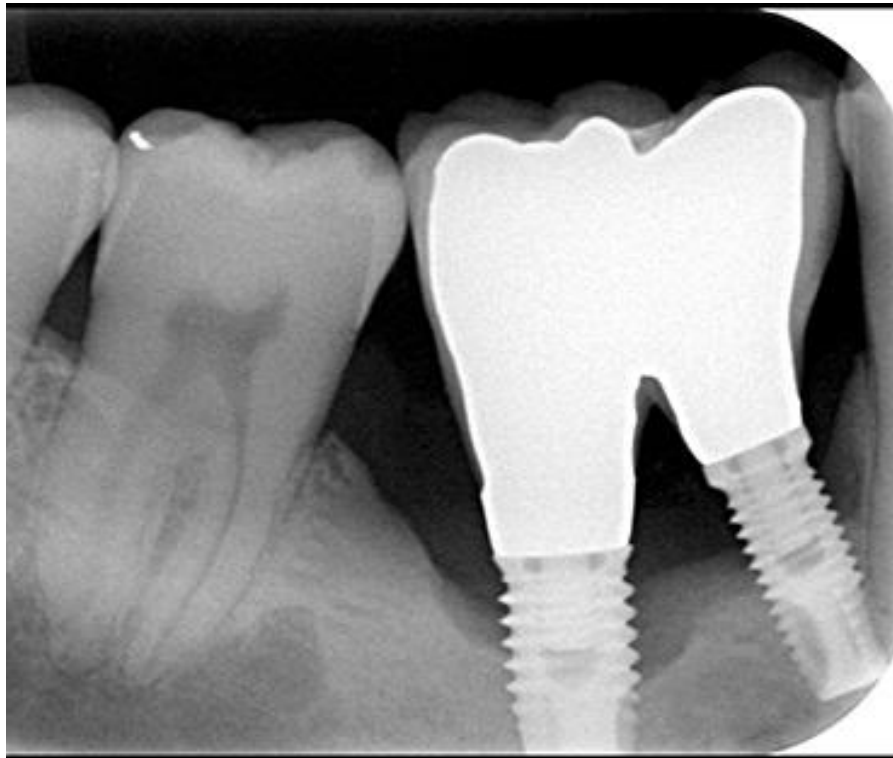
Radiografia periapical de periimplantite. Perda óssea marginal em forma de cratera (≥ 3 mm) é observada ao redor do implante. Fonte: HIROOKA, et al., 2019
